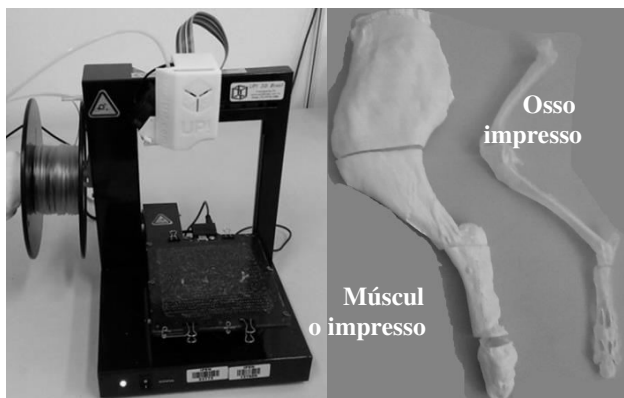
Protótipo de simulador impresso na impressora 3D UP plus2 em ABS e posteriormente preenchido com material tecido equivalente para realização da tomografia computadorizada.
